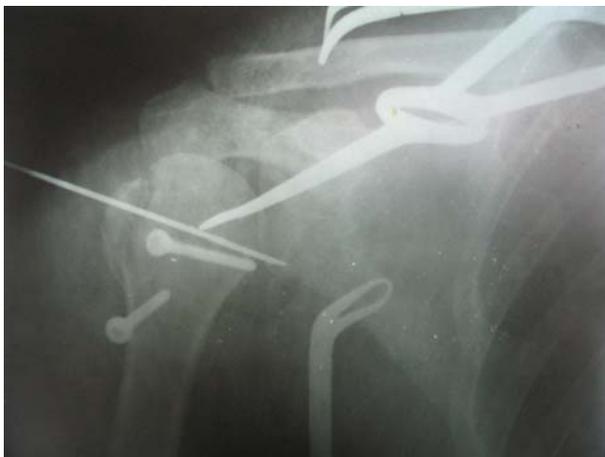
Интраоперационная рентгенограмма пациента С., 24 года
